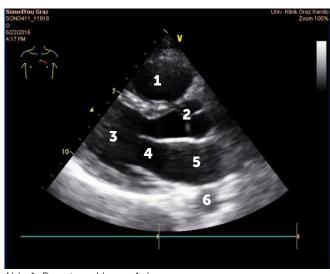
Parasternal lange Achse. 1: Rechter Ventrikel, 2: Aortenklappe, 3: Linker Ventrikel, 4: Mitralklappe, 5: Linker Vorhof, 6: Aorta descendens
